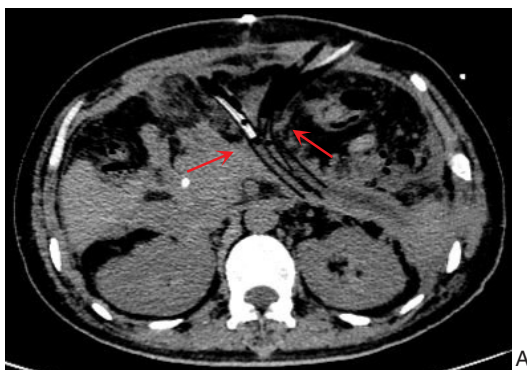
患者术后胰腺CT A: 胰腺周围共4枚28 F双腔引流管(箭头所示); B: 右侧肾前2枚28 F双腔引流管(箭头所示)
